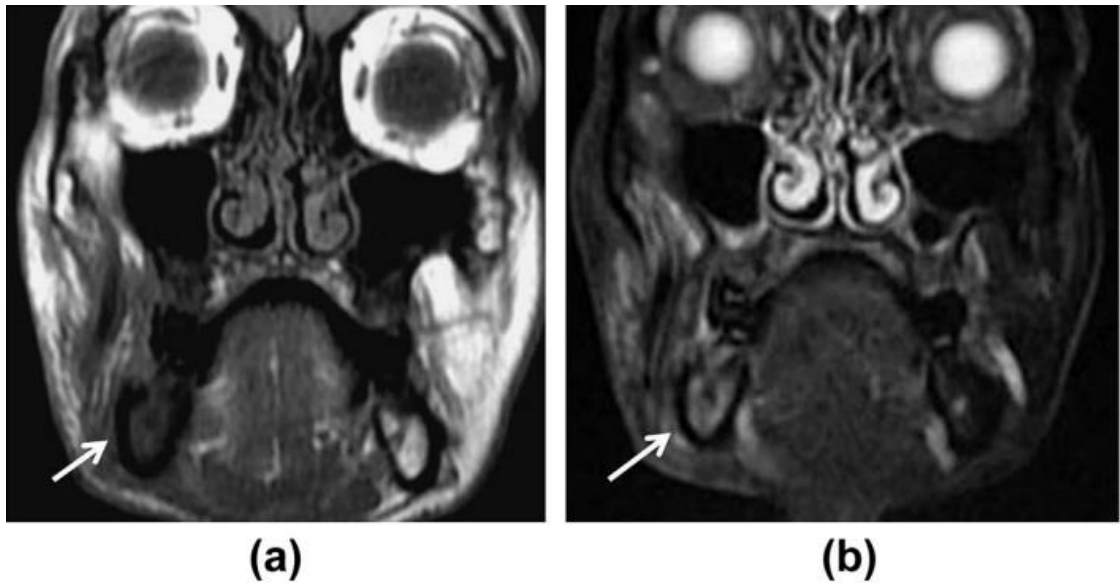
Imagem de RM apresentando mudanças de sinal de intensidade na medula óssea causadas pela ORN. (a). Imagem de RM peso T1 que apresenta intensidade de sinal medular diminuída no lado direito da mandíbula (seta) ao comparar com o lado esquerdo. (b). Imagem de RM STIR (short time inversion recovery) coronal apresenta um aumento na intensidade do sinal medular no lado direito da mandíbula (seta) ao ser comparado com o lado esquerdo. (DESHPANDE et al., 2015)
